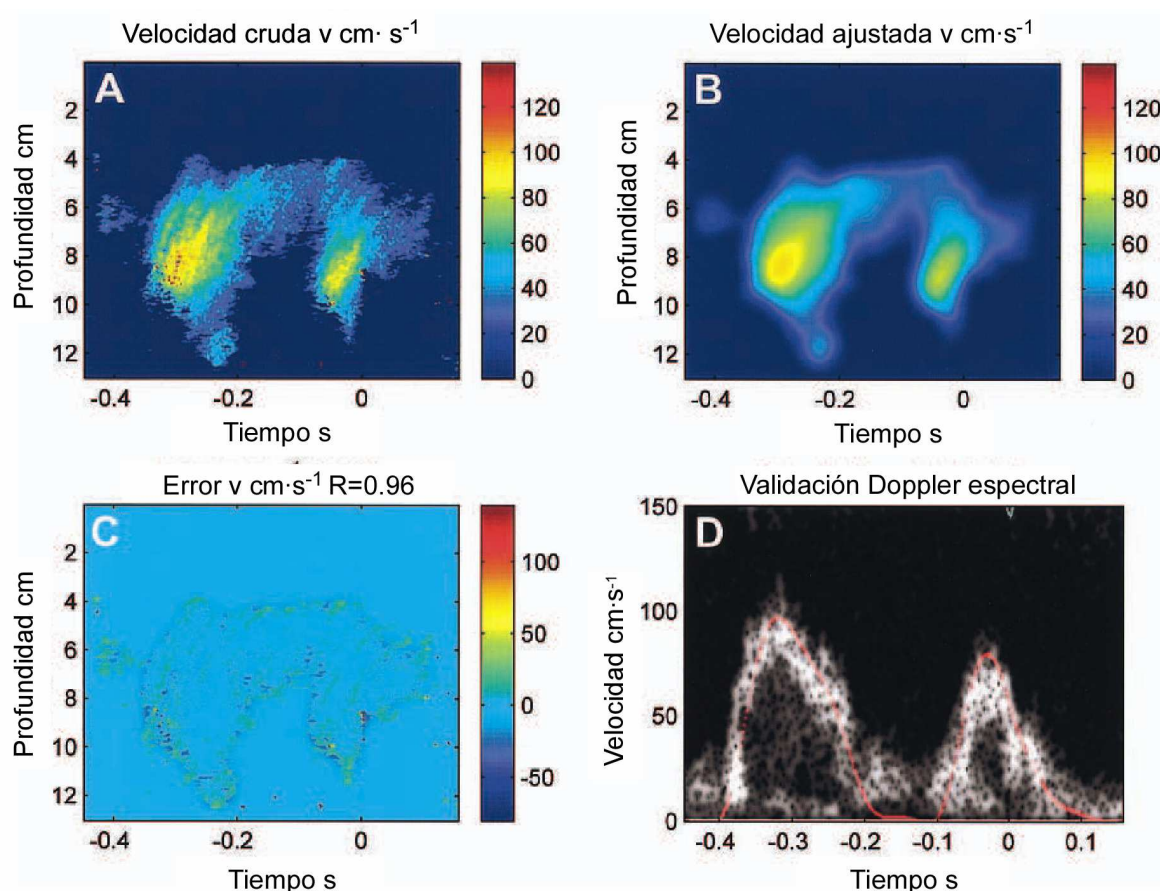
En el panel A se representa la imagen DCMM de un flujo transmitral, obtenida tras la decodificación de la velocidad a partir de la imagen cruda, que tras el suavizado se obtiene la imagen representada en el panel B. En el panel C se representa el error que resulta de la substracción de los 2 paneles previos. En el panel D se muestra el espectrograma del Doppler pulsado situado a una distancia fija desde el transductor. La línea roja representa los valores de la velocidad obtenidos en esa misma posición, pero a partir de la decodificación de la imagen DCMM. Obtenido de ³⁵.
